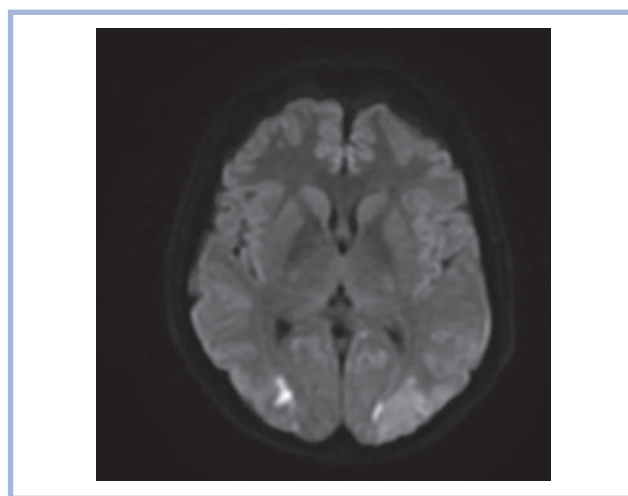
Пациентка 1. Магнитно-резонансная томограмма на 2-е сутки после операции в режиме ДВИ.
